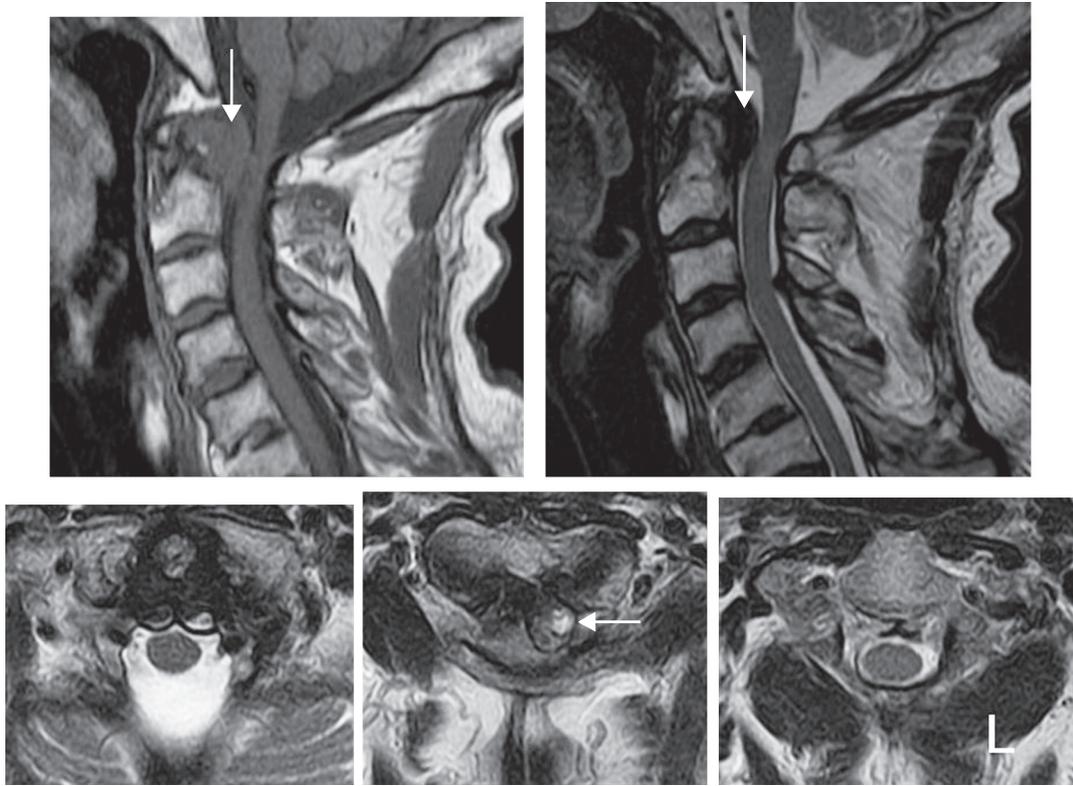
Pre-operative cervical magnetic resonance imaging.
